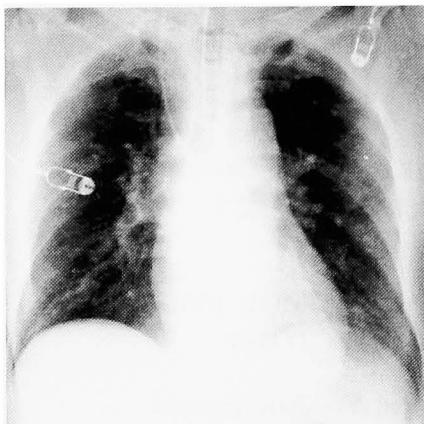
Chest roentgenogram showed clear lung fields.
